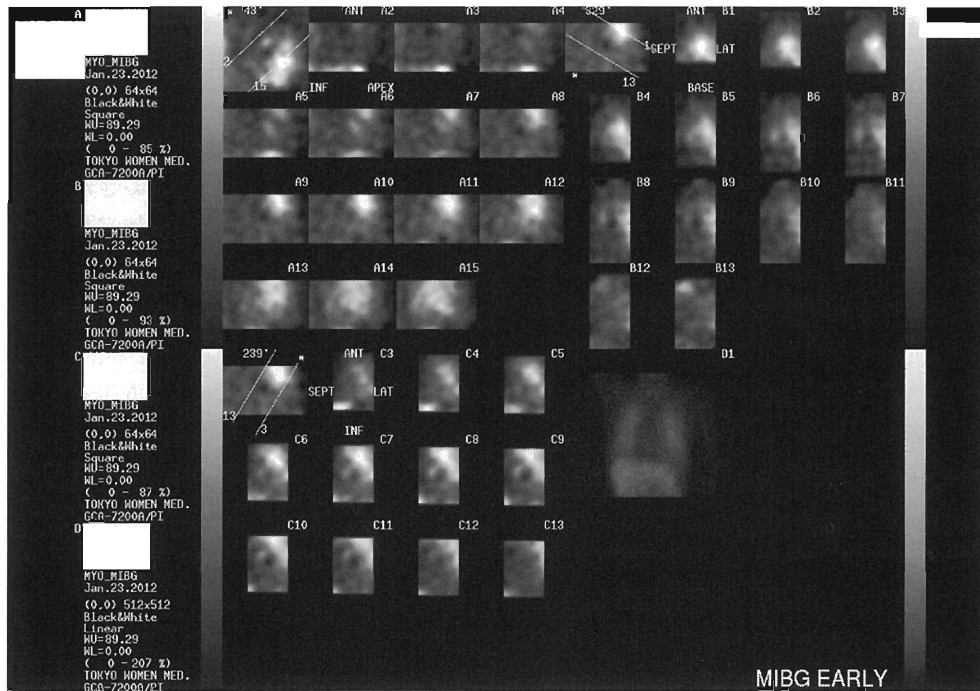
Decreased accumulation of MIBG indicative of dysautonomia detected using myocardial scintigraphy
